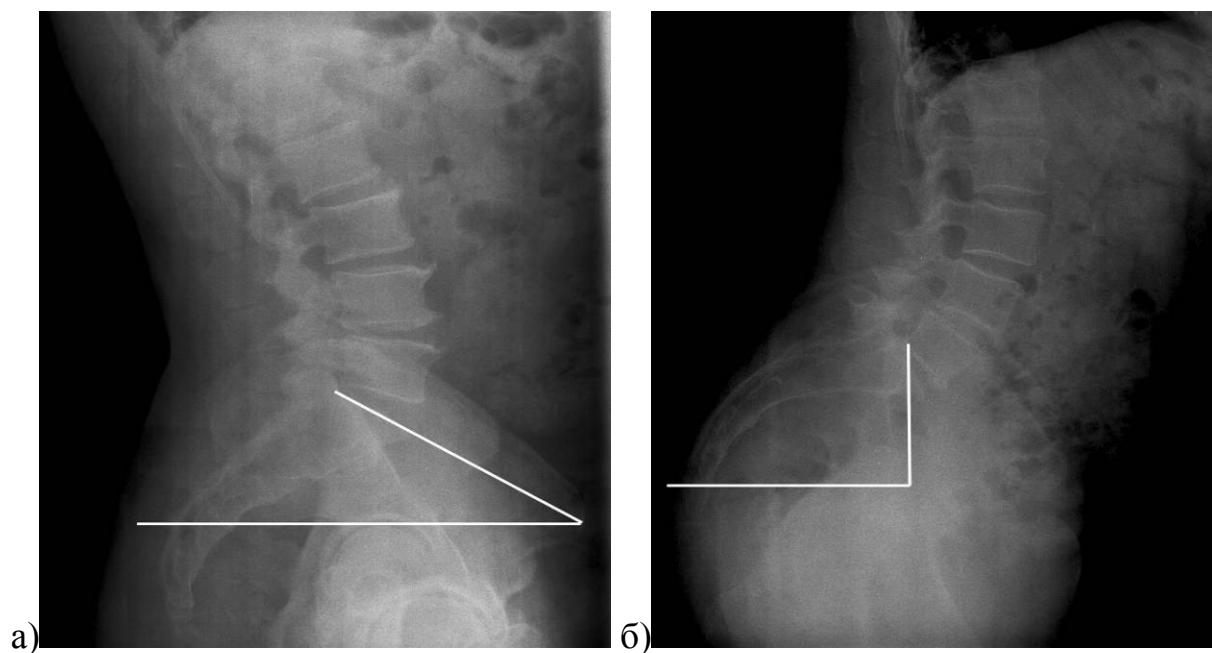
Расчет параметра SS: а – боковая рентгенограмма позвоночника и таза здорового человека, выполненная в положении стоя; б – боковая рентгенограмма позвоночника и таза больного с коксо-verteбральным синдромом
